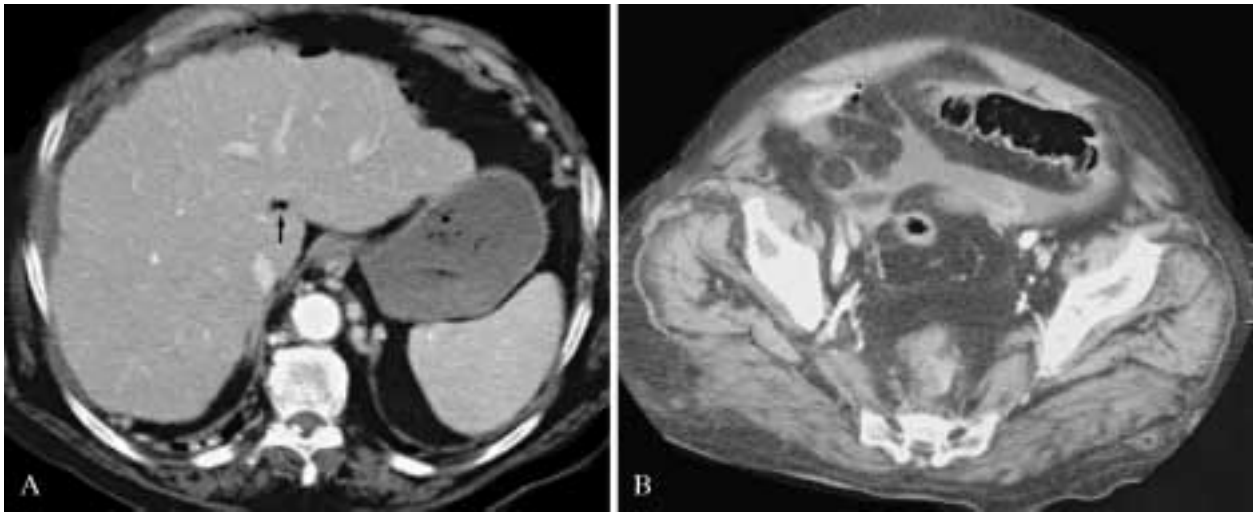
Esame TC spirale multidetettore. A) Presenza di piccoli nuclei gassosi in sede periepatica e a livello dell'ilo epatico (freccia) e di liquido libero in sede periepatica e nello scavo pelvico (B). Perforazione isolata del sigma.
